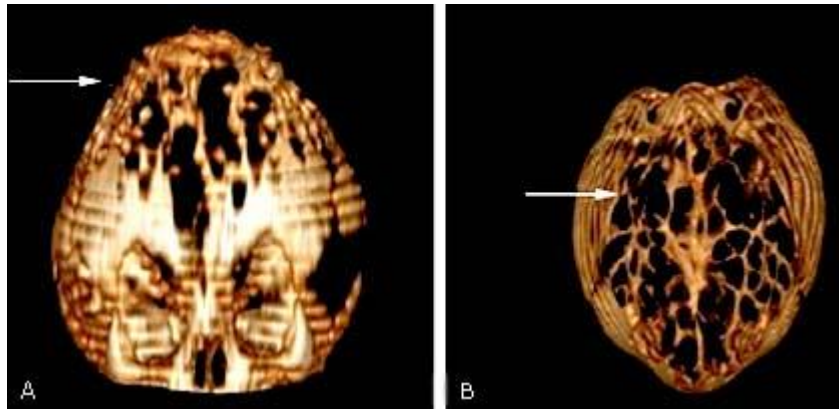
Reconstrucción en 3D de tomografía computarizada. A) Corte coronal. B) Corte axial. Se observa cráneo reticular (flechas).
